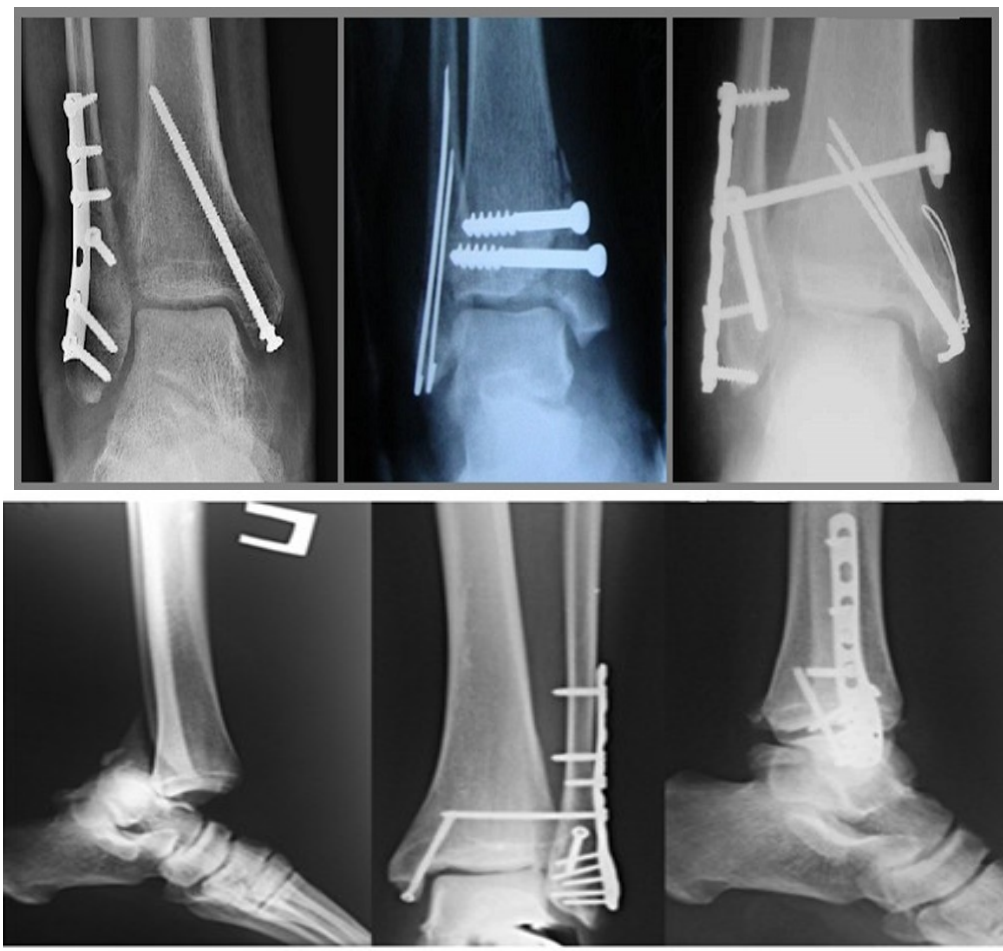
Рентгеновские снимки разновидностей наkostного остеосинтеза
